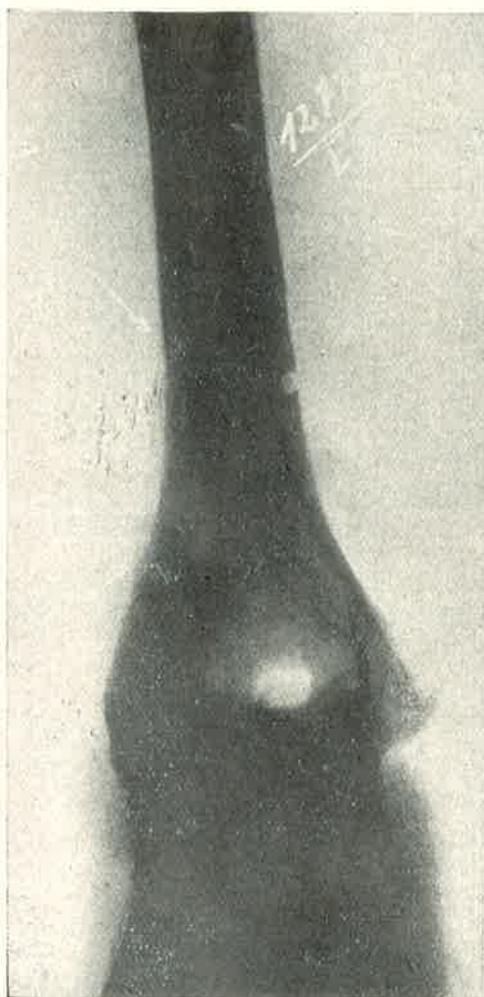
Radiografias 18-11-39
